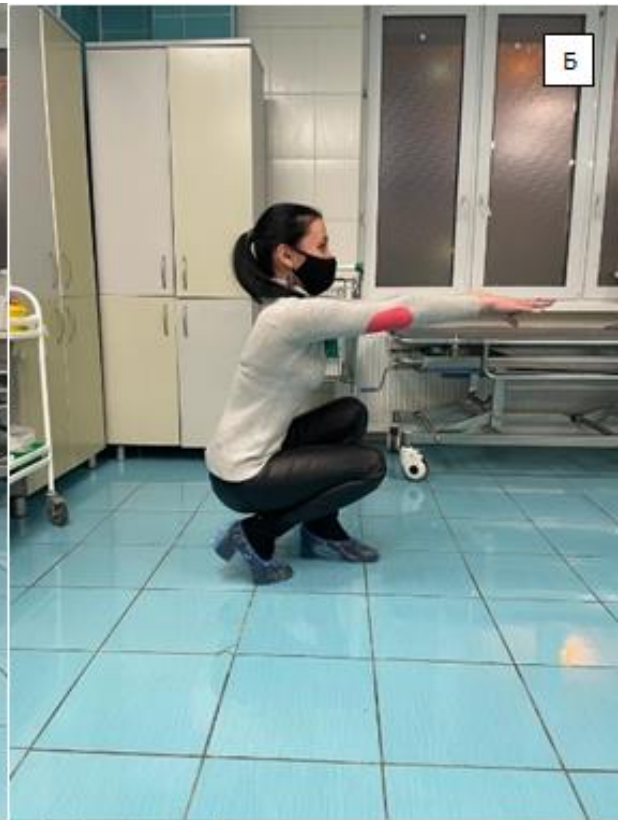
Внешний вид и функциональные возможности пациентки А. (А-Д), Рентгенограммы пояснично-тазовой области в боковой (Е) и прямой (Д) проекциях через год после операции.
